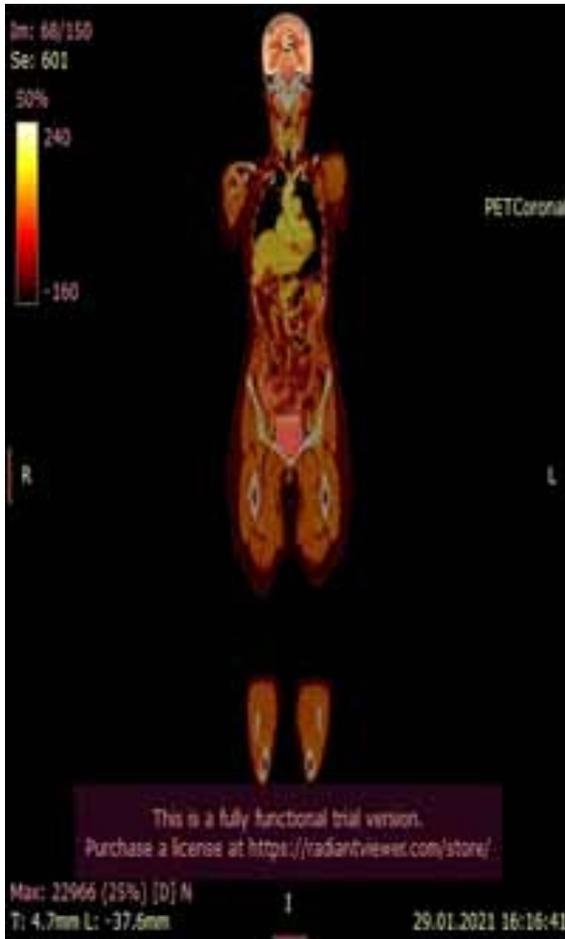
Позитронно-эмиссионная томография. Январь 2021 г. Состояние после ХТ
